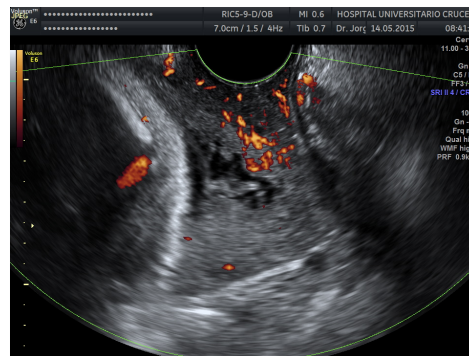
Imagen del cervix con Power Doppler, diástole, PRF 0.9.
